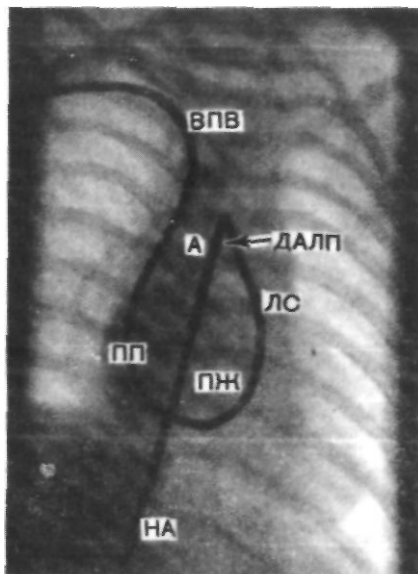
Рентгенограмма грудной клетки больной с дефектом аортолегочной перегородки в переднезадней проекции. Катетер проведен через нижнюю полую вену (НПВ), правое предсердие (ПП), правый желудочек (ПЖ), легочный ствол (ЛС), дефект аортолегочной перегородки (ДАЛП) в восходящую аорту (А).
